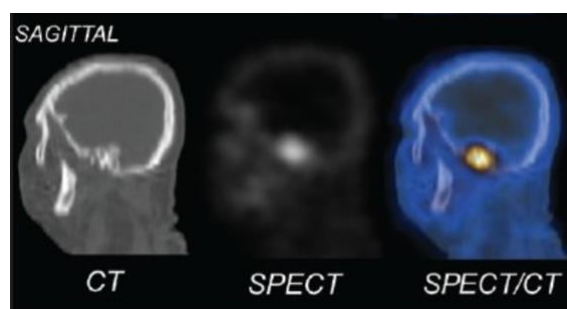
Tomografia computadorizada (CT), tomografia computadorizada por emissão de fóton único (SPECT) e SPECT/CT do crânio de um paciente com osteomielite da base do crânio (SBO) envolvendo o osso mastóide esquerdo com alterações ósseas destrutivas correspondentes (124).
